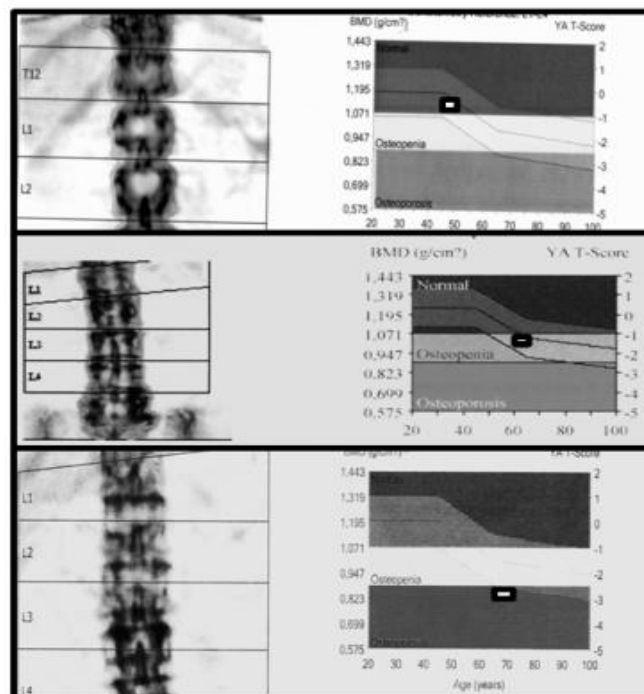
Показники двухенергетичної рентгенівської абсорбціометрії у здорового пацієнта і у хворих – з остеопенією та остеопорозом.
